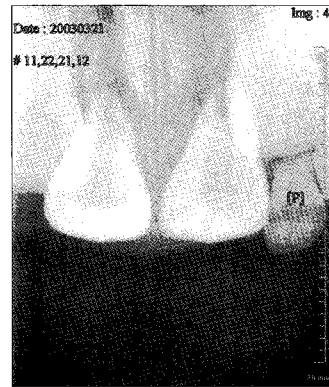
Periapical view of the first examination
